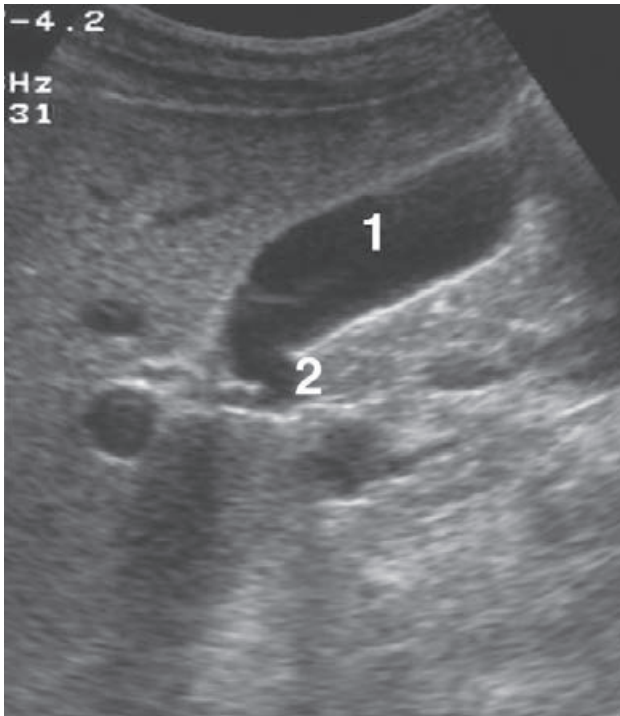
Ecografía de vías biliares. 1) Vesícula biliar. 2) Conducto cístico.
